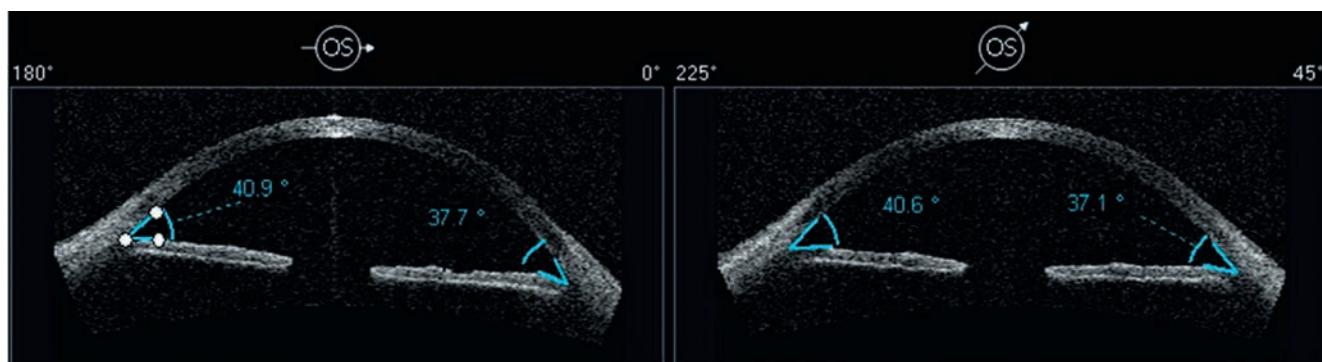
Оптическая когерентная томография через 3 месяца после операции (УПК открыт, ширина УПК колеблется от 37 до 41°).
